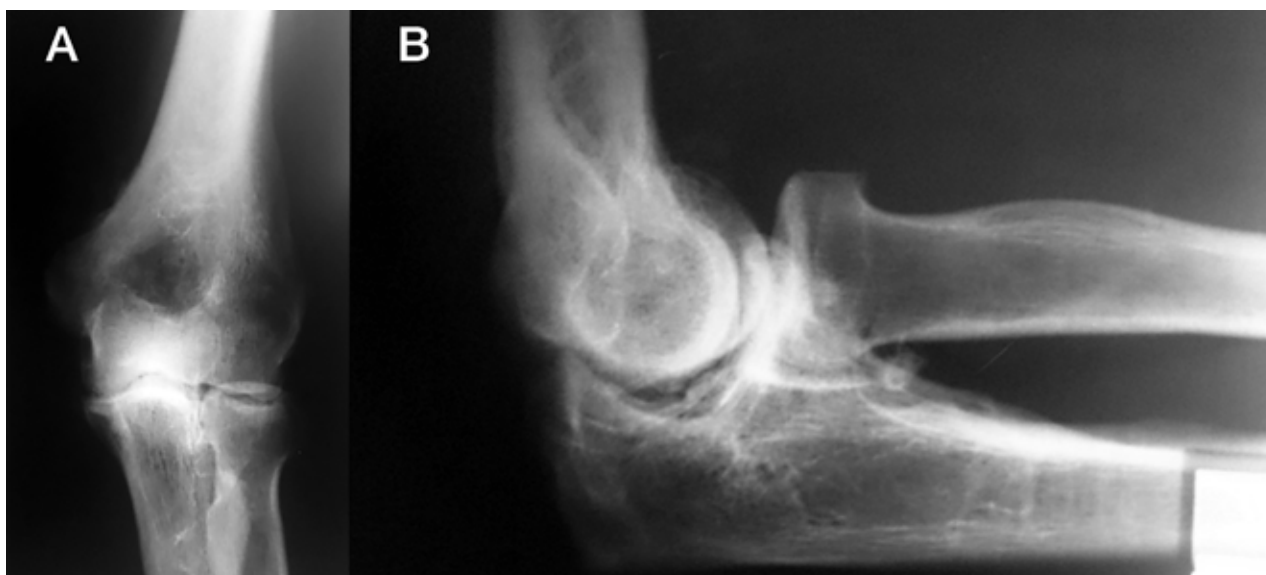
Radiografías postoperatorias frente (A) y perfil (B). Se observan los cambios degenerativos secundarios y dos cuerpos libres residuales.
